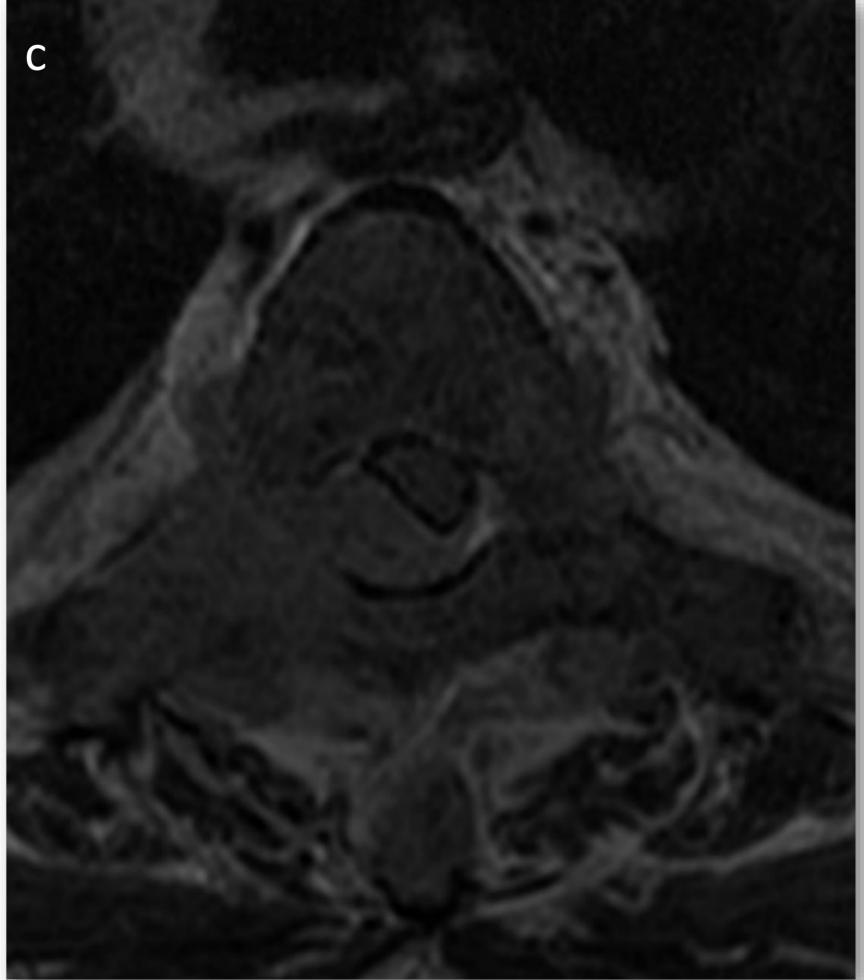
Paciente que acude a urgencias por incontinencia de esfínteres y pérdida de fuerza en miembros inferiores desde esa mañana. Se realiza RM urgente donde se evidencia en secuencias sagitales potenciadas en T1 (a) una fractura-aplastamiento del cuerpo vertebral de D9 con infiltración ósea por masa de partes blandas que afecta al cuerpo y a los elementos posteriores. Presenta retrosulsión del muro posterior y estenosis del canal central. En las secuencias axiales potenciadas en T2 (b y c) se observa como la masa de partes blandas se introduce hacia el espacio epidural, produce compresión y desplazamiento anterior y lateral-izquierdo de la médula espinal.
